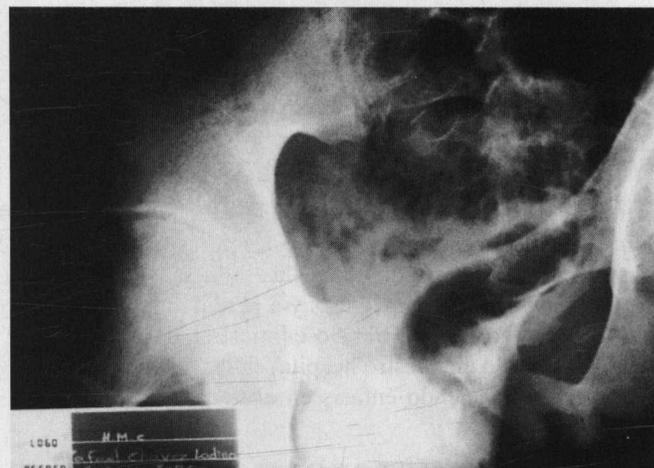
Radiografía AP de la pelvis donde se observa distorsión completa de la anatomía ósea. Este paciente presentó avulsión severa de la piel perianal y daño esfinteriano.
